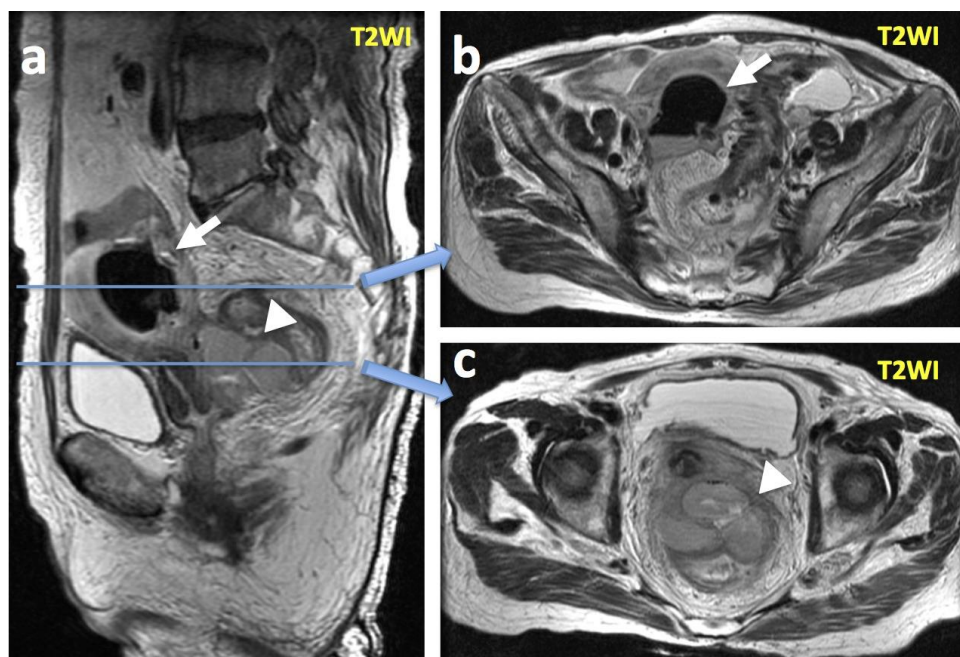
MRI 検査ではガス像を含み(図 3a, b 矢印)、子宮後面からダグラス窩にかけて広がる 10x4cm の長楕円形の T2 強調像で軽度高信号を示す不整形の腫瘤状所見が認められた(図 3a~c 矢印・矢頭)。臨床所見も合わせて卵管卵巢膿瘍と診断した。
